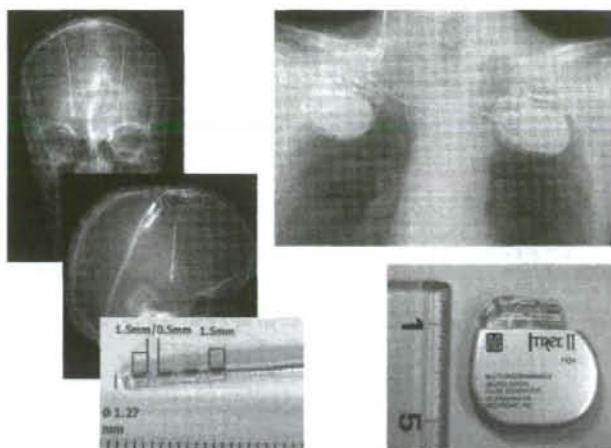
両側視床下核刺激を受けた患者の頭蓋および胸部単純X線写真
